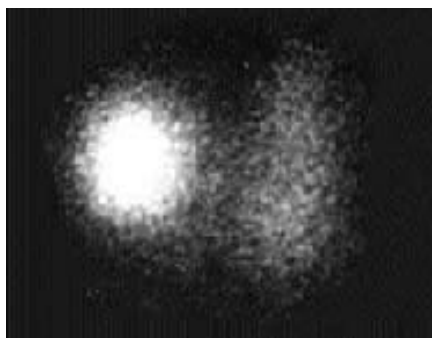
Сцинтиграмма больного М. с «горячим» узлом правой доли – тиреотоксическая аденома
